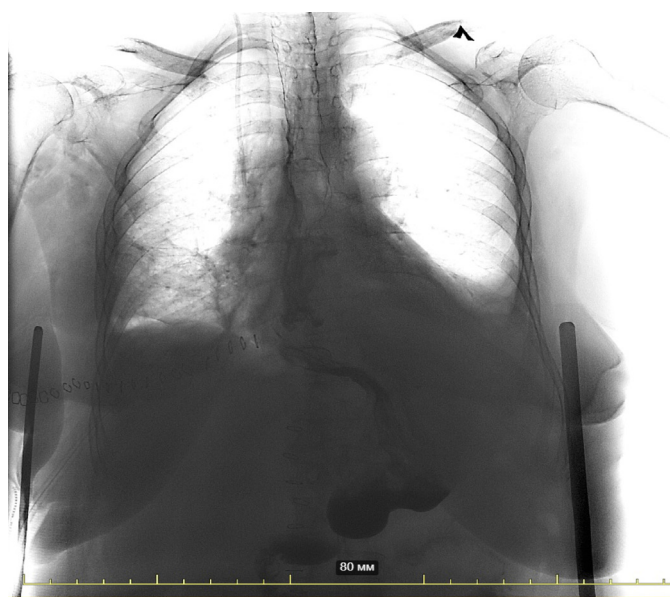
Рентгеноскопия 18.10.22 г.: контраст свободно проходит по пищеводу
